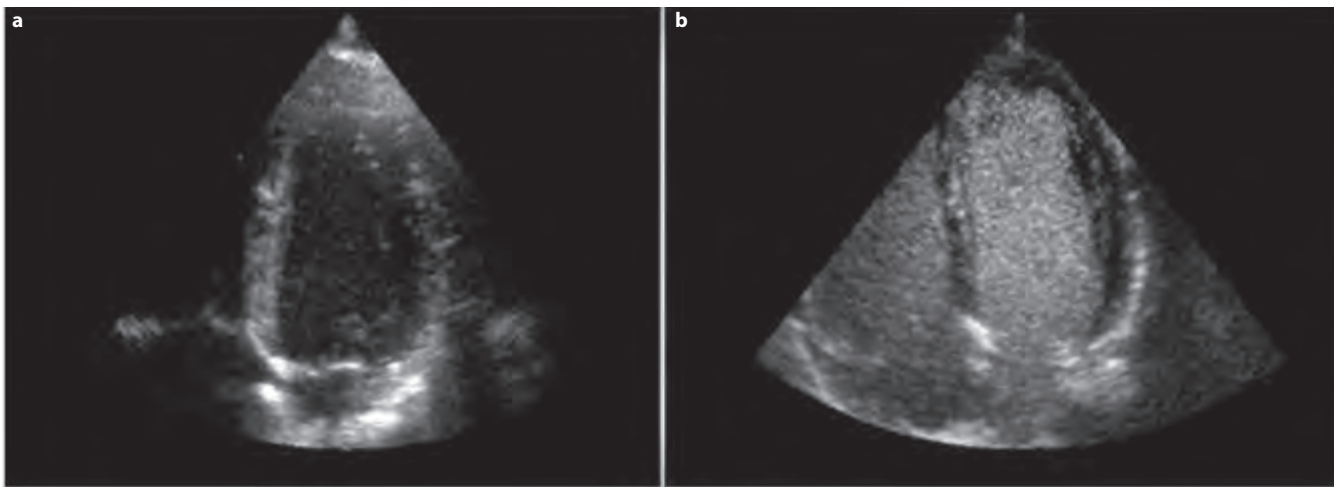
Immagine ecocardiografica precontrasto (a) e dopo contrasto (b).
